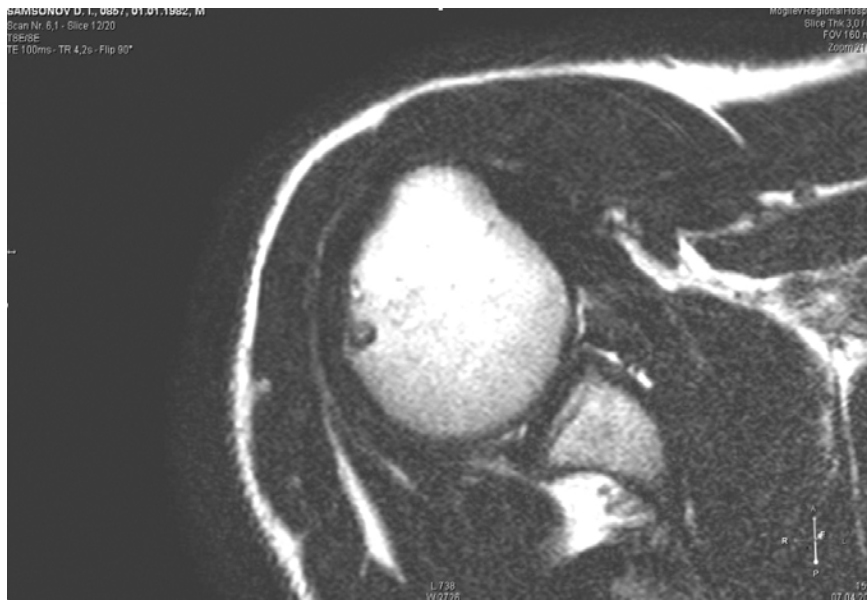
МРТ пациента до операции
